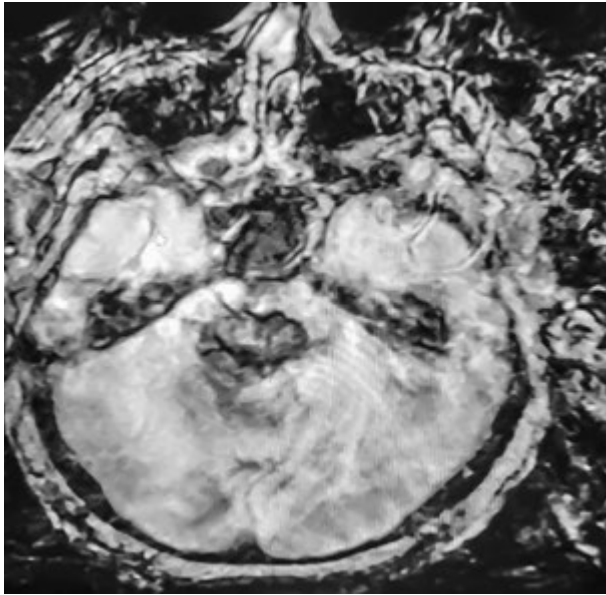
МРТ (фрагмент) головного мозку хворого А., 48 років.
